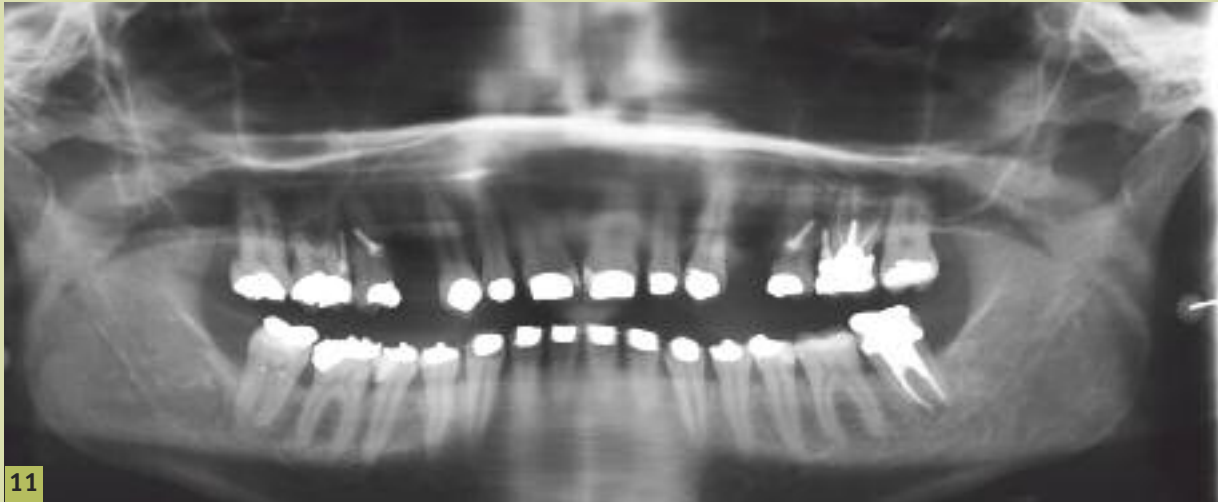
orthopantomogramme de contrôle.
